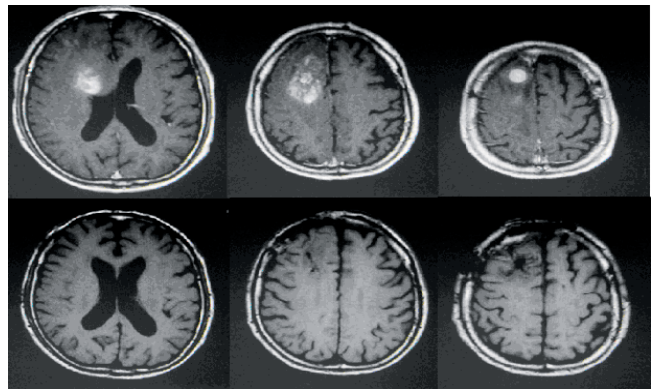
MRI T1強調造影画像 (上:術前, 下:術後)
